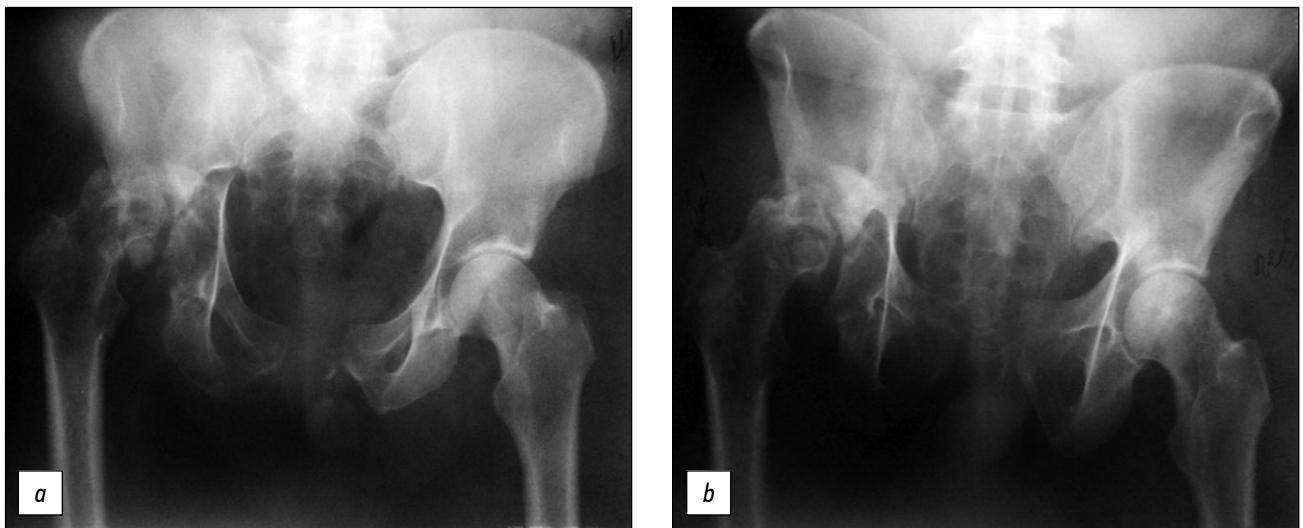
Patient, 58 years old. X-rays 1 year after injury: *a* — frontal, *b* — out-let.
